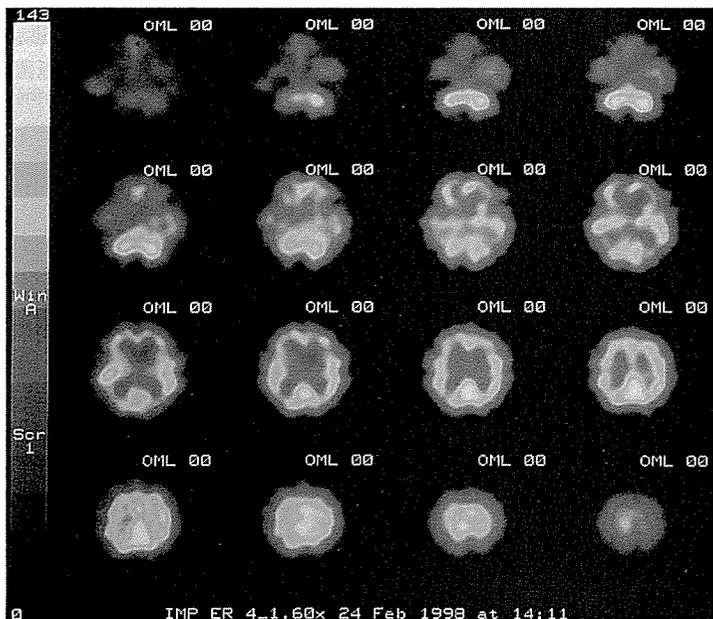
b YBのSPECT画像 両側前頭葉のアイソトープの取り込み低下がみられた
